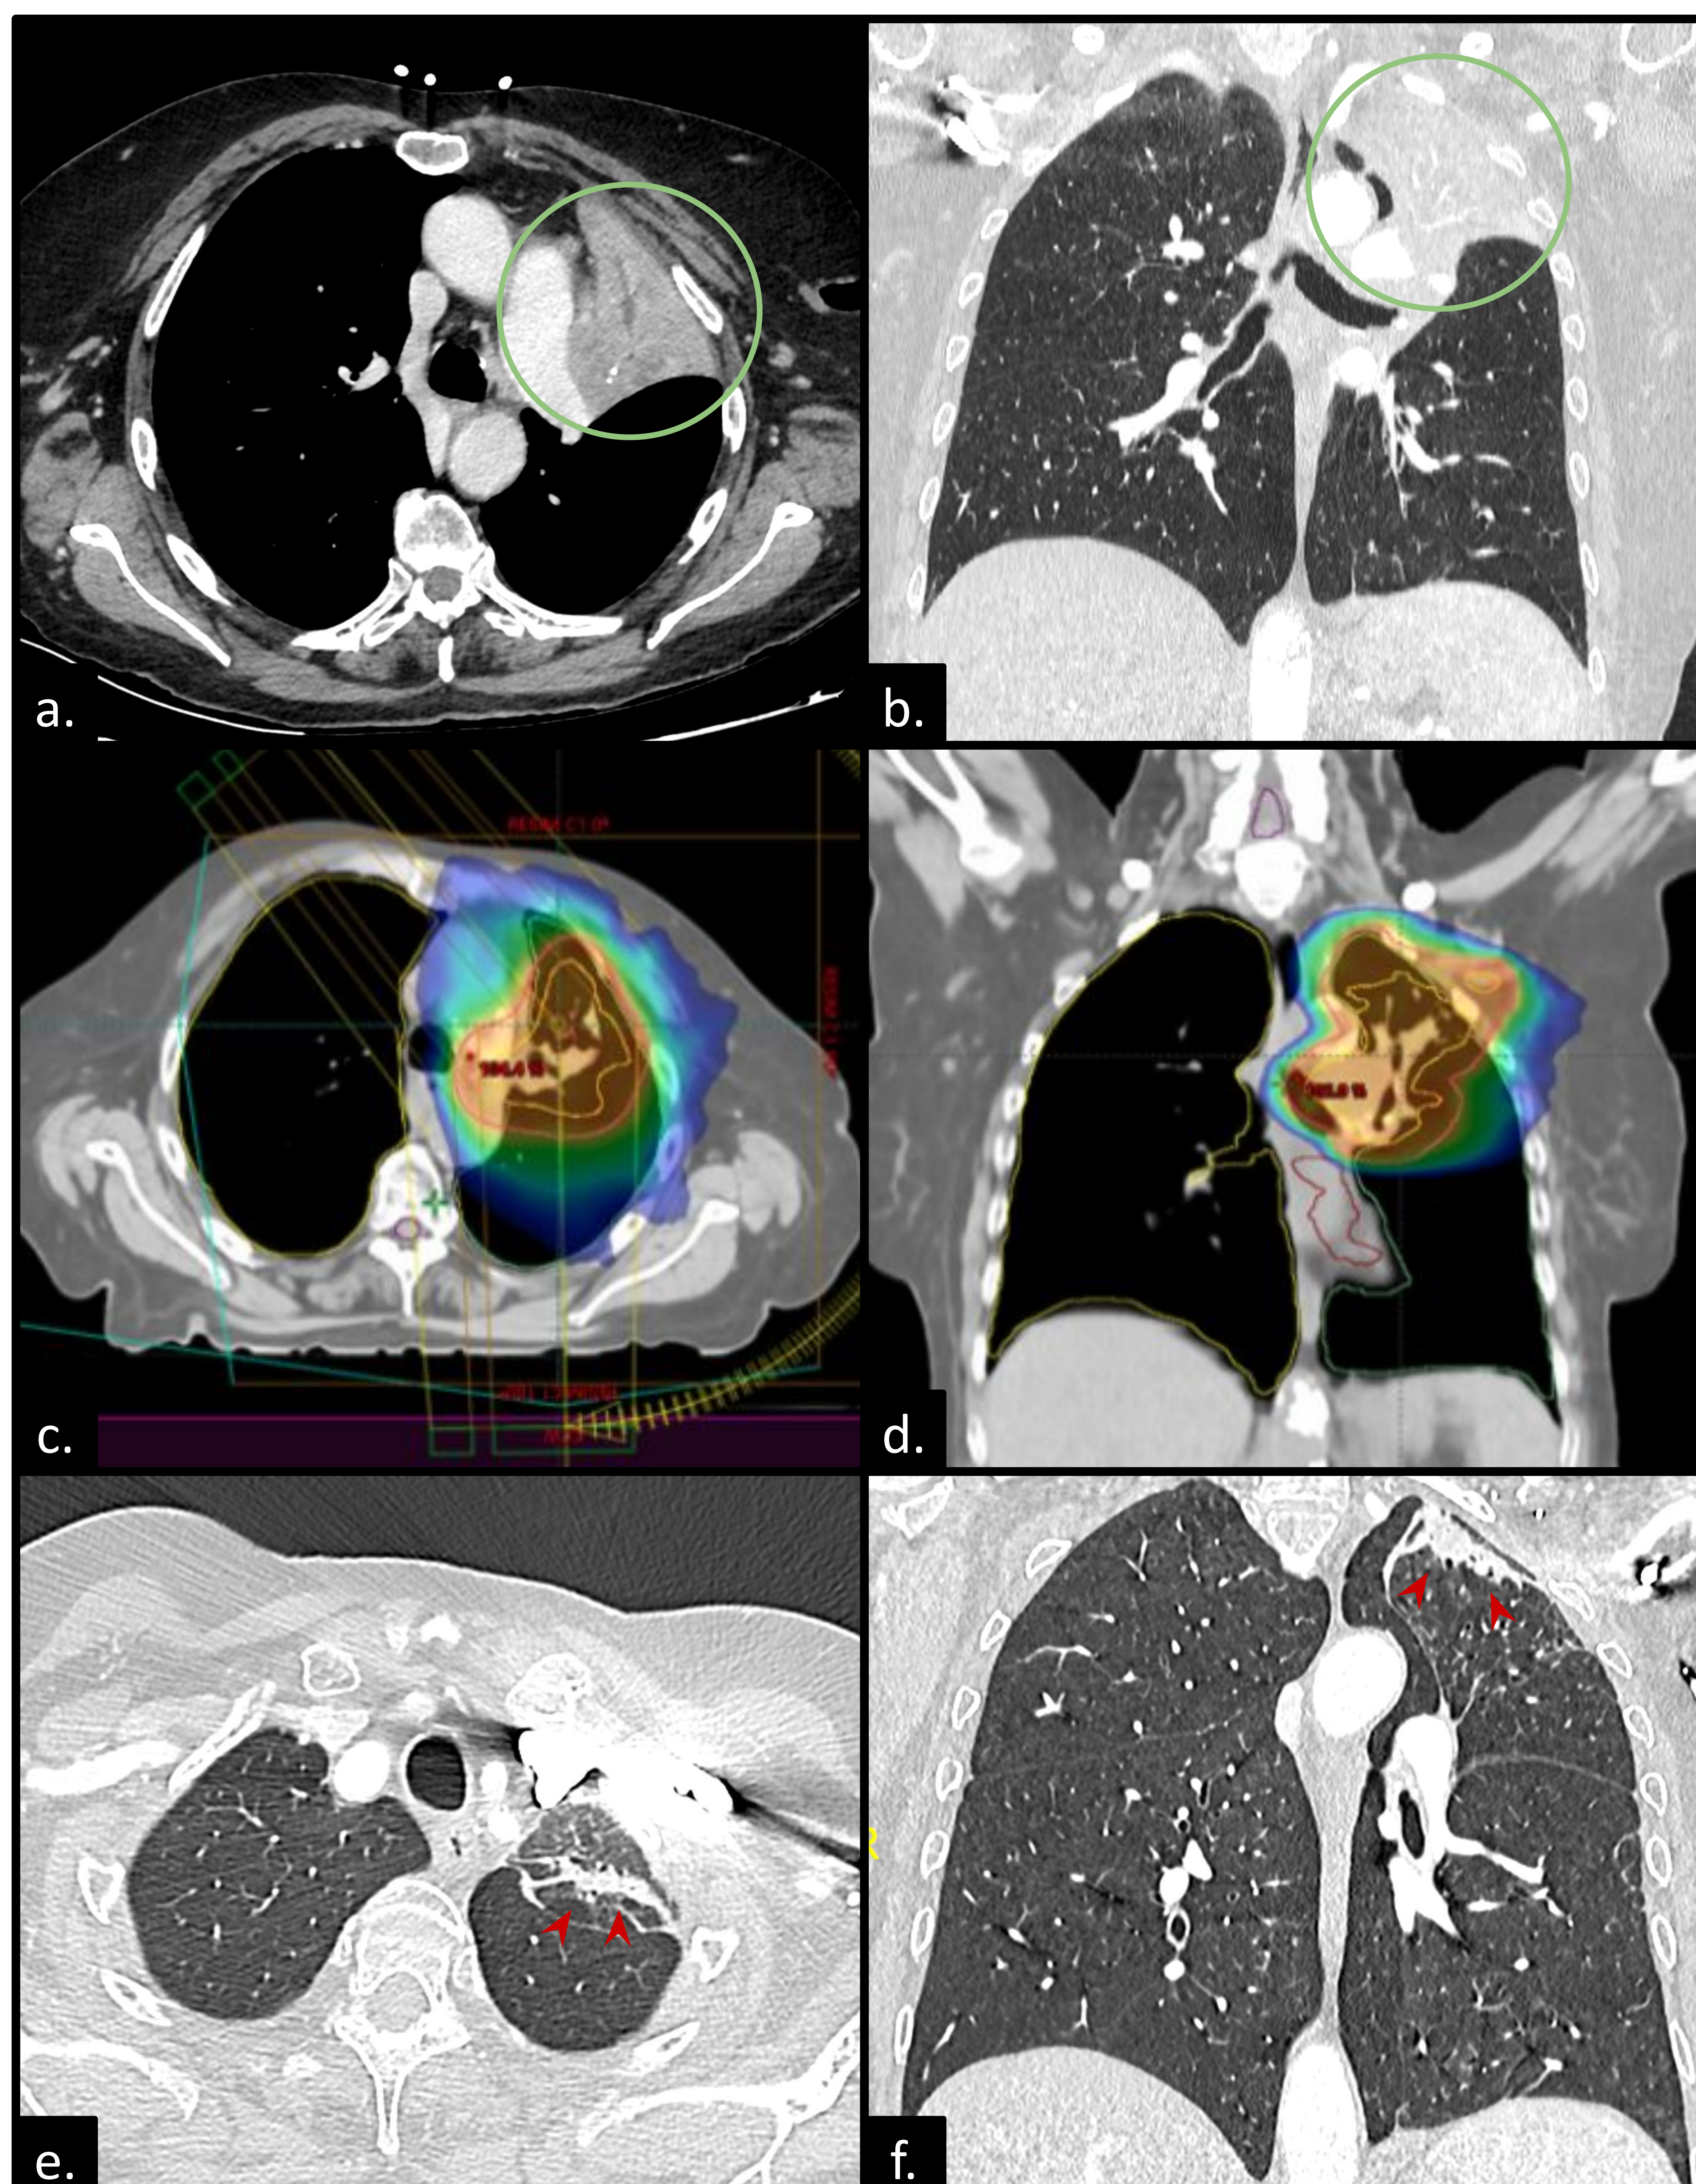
Mujer de 75 años, con carcinoma escamoso de pulmón en lóbulo superior izquierdo T4N2M0. TC con contraste, imagen axial en ventana de partes blandas (a) y reconstrucción coronal (b) en ventana de pulmón, que muestra una masa sólida central hiliar izquierda que asocia colapso total del lóbulo superior izquierdo (círculo verde), compatible con la lesión neoplásica primaria pulmonar. Imagen de TC en ventana de partes blandas axial (c) y coronal (d) reconstruida dosimétricamente que muestra la lesión primaria tratada con SBRT; se administró una dosis total de radiación de 66 Gy 33 fracciones. TC a los 9 meses finalizada la radioterapia, en ventana de pulmón corte axial (e) y reconstrucción en coronal (f) se observan cambios tipo scar-like en zona de radioterapia (cabeza de flecha roja).
